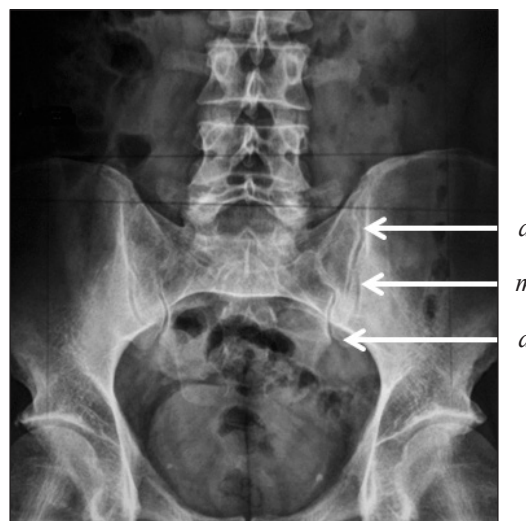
Обзорная рентгенограмма таза. Места измерения суставных щелей КПС: вентральный (*a*), медиальный (*m*), дорсальный (*d*) отделы
